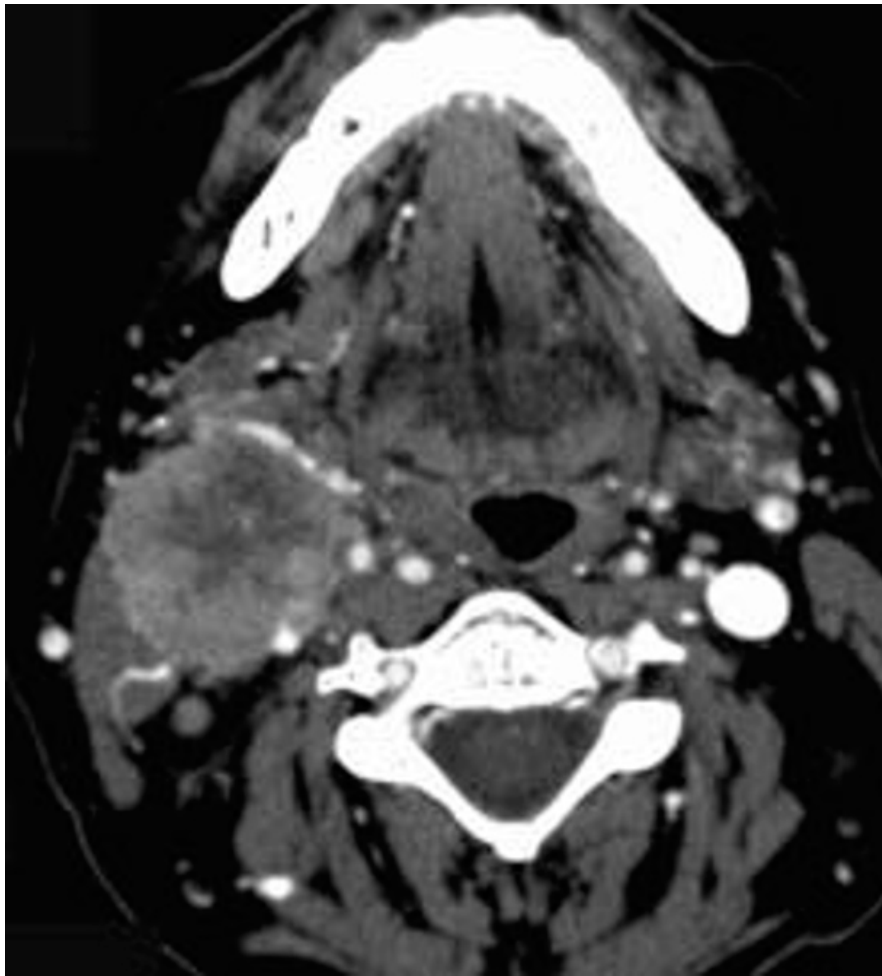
TDM après injection de contraste : Adénopathie tumorale du groupe II à droite [195].
